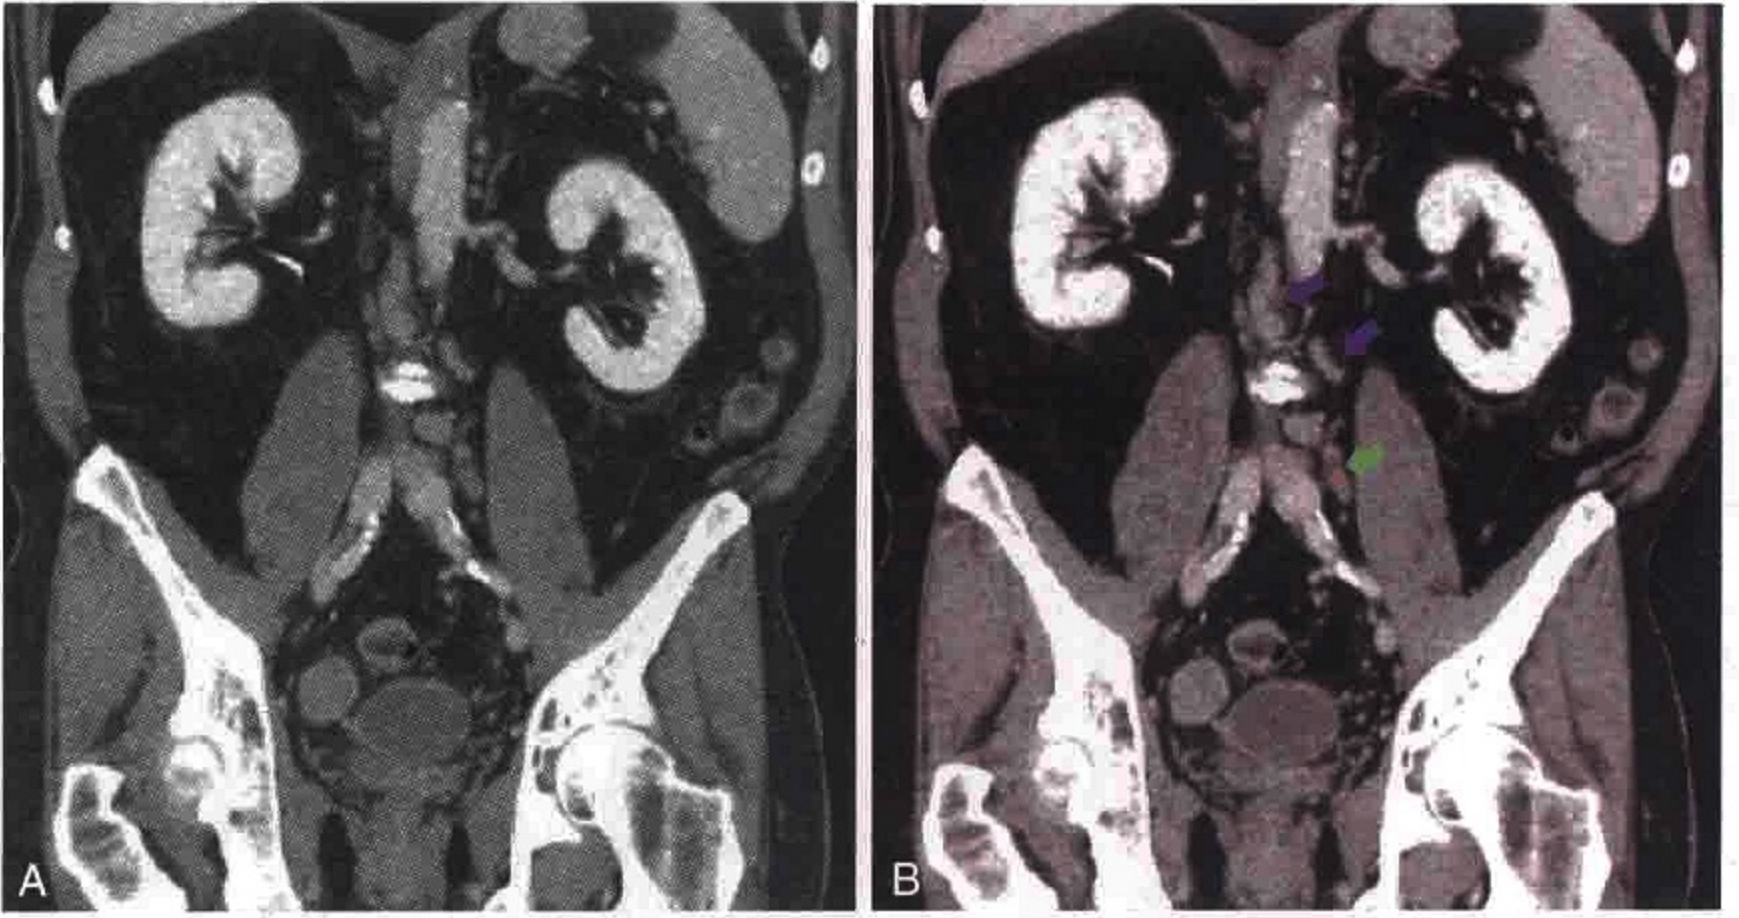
冠状位 CT 重组图像示淋巴结上行转移,可见髂总淋巴结(绿箭)肿大和腹主动脉左旁淋巴结(紫箭)
